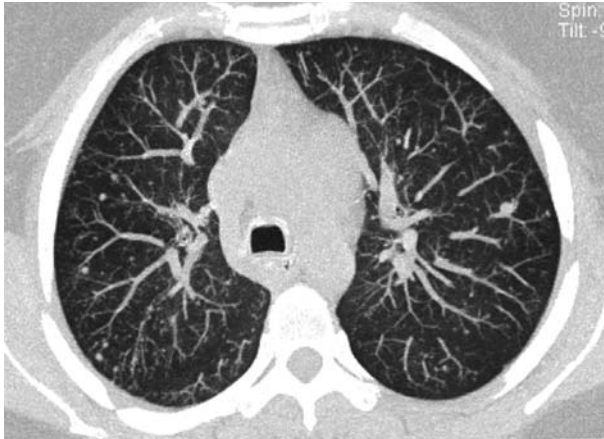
Corte de TC de lóbulos superiores en modo proyección de máxima intensidad que muestra nódulos pulmonares múltiples de tamaño milimétrico.
